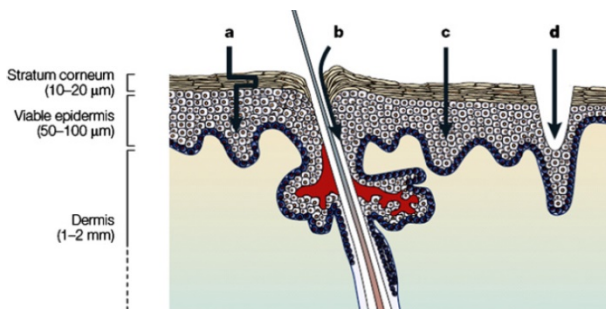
Representação esquemática de uma secção transversal da pele humana e as vias de penetração dos fármacos na absorção transdérmica. (a) Difusão passiva a partir de sistemas transdérmicos na presença, por exemplo, de um promotor químico de absorção, segundo uma via tortuosa definida pelos domínios lipídicos da CC. (b) A aplicação de uma corrente elétrica de baixa voltagem (iontoforese) ou a administração de fármacos encapsulados em transportadores coloidais pode permitir o transporte através de folículos pilosos e glândulas sudoríparas. (c) Uma corrente elétrica de elevada voltagem por curtos períodos de tempo (eletroporação) torna a via transcelular acessível, permitindo mais facilmente a partição do fármaco entre os domínios lipofílicos e hidrofílicos. A aplicação de ultrassons torna as vias (a) e (c) mais permeáveis, desorganizando a estrutura da bicamada lipídica. (d) Injeções sem o auxílio de agulha, *microneedles*, ablação por radiofrequência e ablação a laser originam microporos na pele [5].
